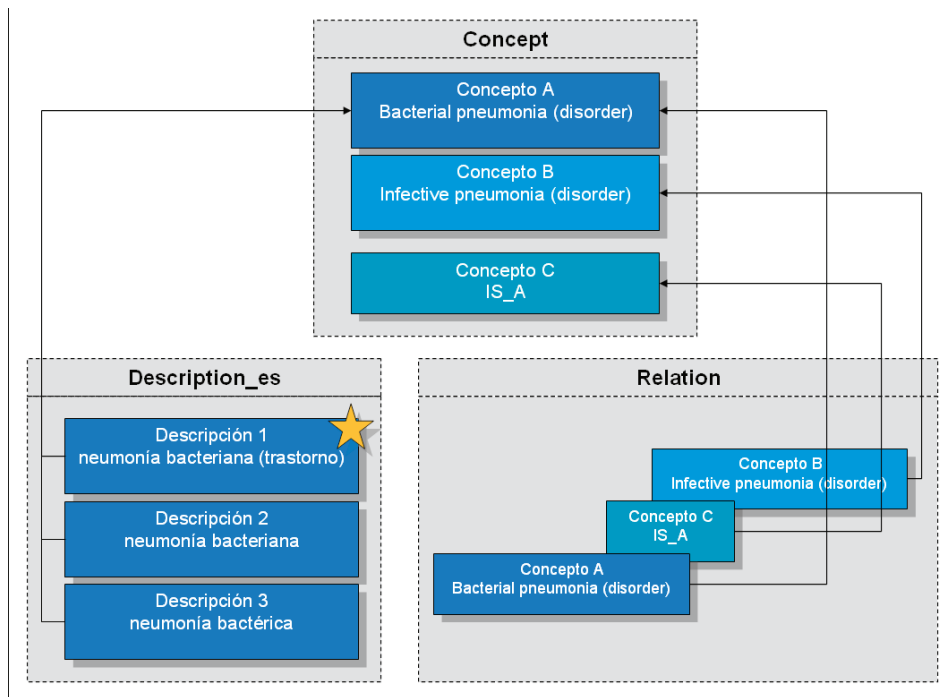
Descripción del concepto en SNOMED CT
